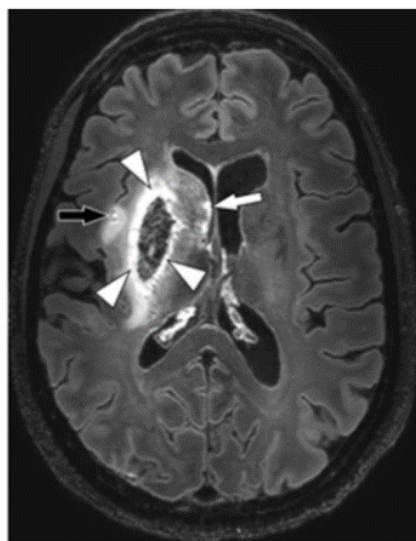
Tecnica 3D-FLAIR (Fluid-Attenuated Inversion Recovery) a 7T. Immagine acquisita lungo un piano assiale. L'immagine mostra un ictus ischemico complicato da una trasformazione emorragica. Il bordo iper-intenso (indicato dalle frecce bianche) indica la presenza di componenti ematiche che hanno un alto segnale nella sequenza di FLAIR.
